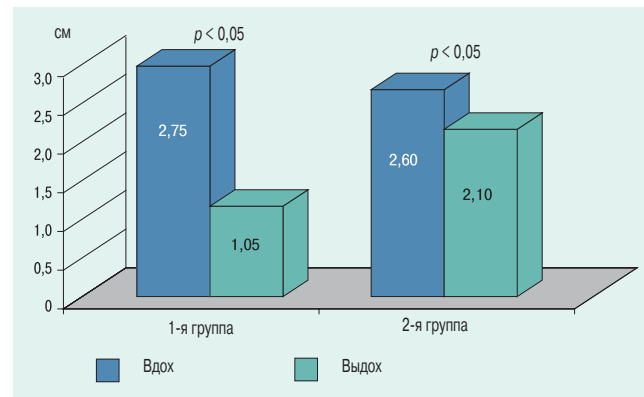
Рентгенография трахеи на вдохе и на выдохе в основной группе и в группе сравнения
